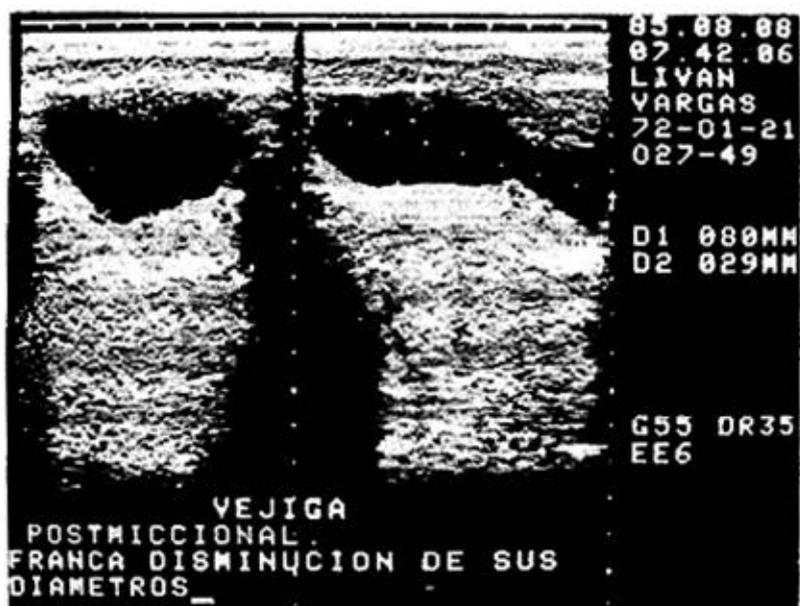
Ecografía vesical posmicticional (8 de agosto de 1985). Se observa una franca disminución de las mediciones en los 3 ejes.
